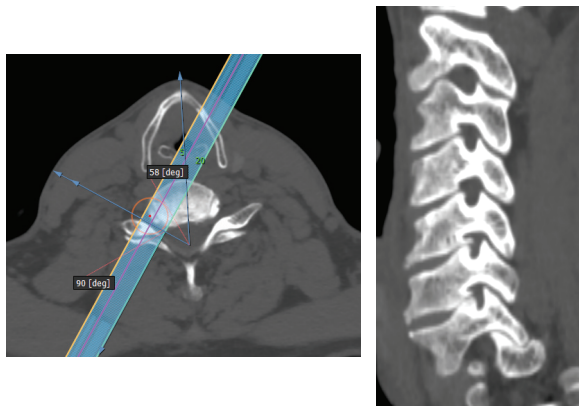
Two-dimensional reformatted CT image.
